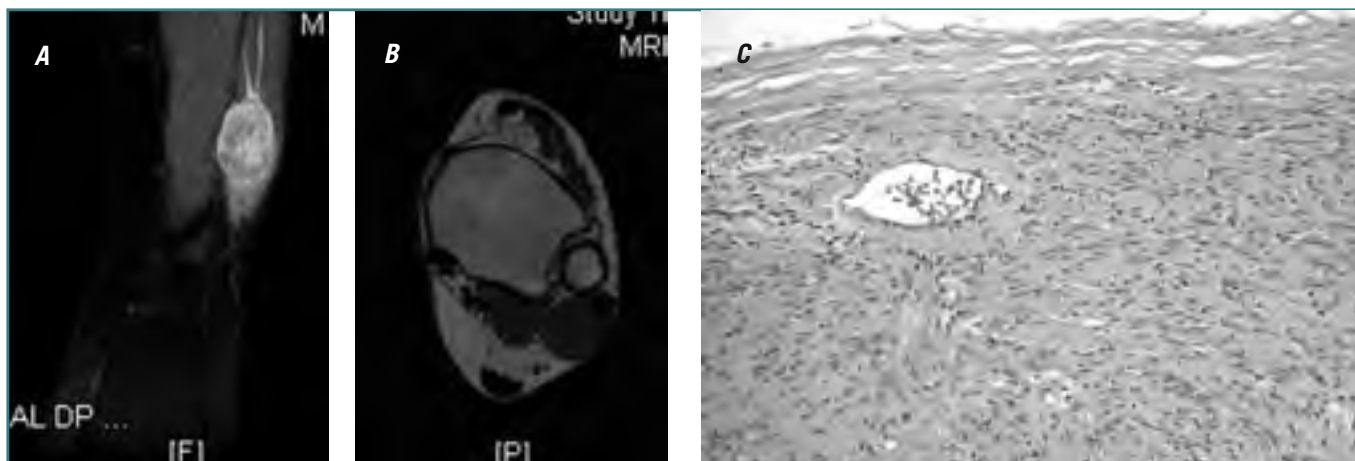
Paciente de 26 años que presenta una masa dolorosa de 1 año de evolución en la cara lateral del tobillo. Al examen físico presenta signo del tinel. A: Imagen RM coronal potenciada en densidad protónica (DP) y con supresión de la grasa: tumoración ovalada de señal hiperintensa heterogénea, con halo periférico de mayor señal, en el trayecto de estructura filamentosa, que se corresponde con estructura nerviosa. B: Imagen RM axial potenciada en T_1 : tumoración de contorno y señal homogéneos, ligeramente hiperintensa al músculo, inmediatamente por detrás del músculo-tendón distal de peroneo corto. C: Proliferación fusocelular encapsulada, con vaso de pared gruesa prominente característica y algunos núcleos en empalizada (HE 20 \times).
